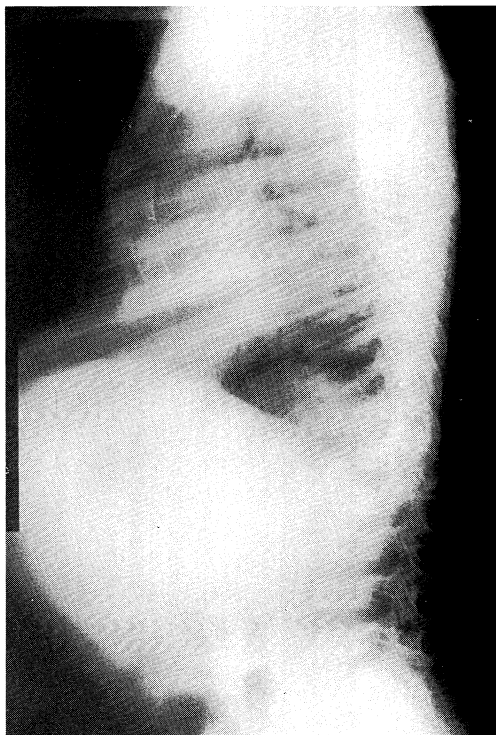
Lateral roentgenogram of the chest demonstrates funnel chest, dysplastic vertebrae, thoracolumbar kyphosis and abdominal bulging.
